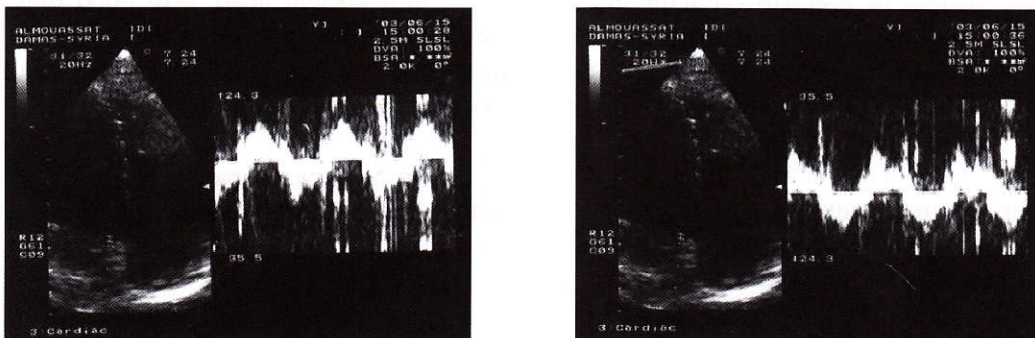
TDE of the annulus of the mitral valve in a normal heart with good diastolic function (left) and after reversing the Doppler spectrum "up down" (right).
